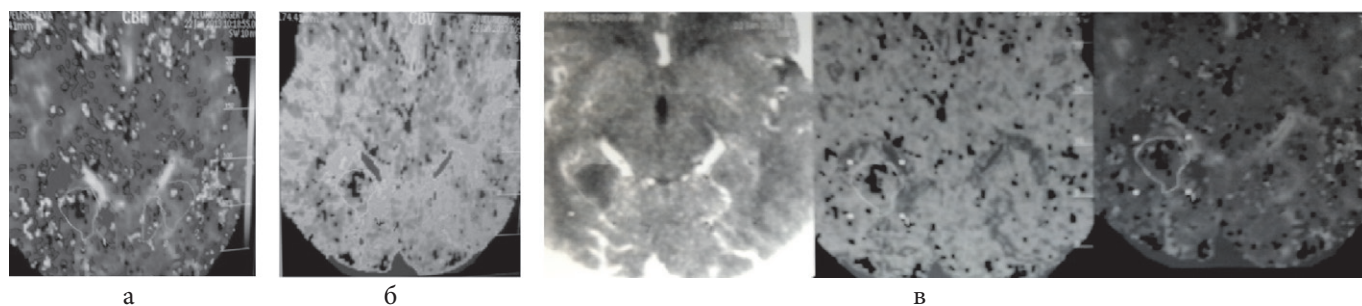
Перфузионные карты: скорость кровотока CBF (а), объем кровотока CBV (б), CBV и CBF (в).
